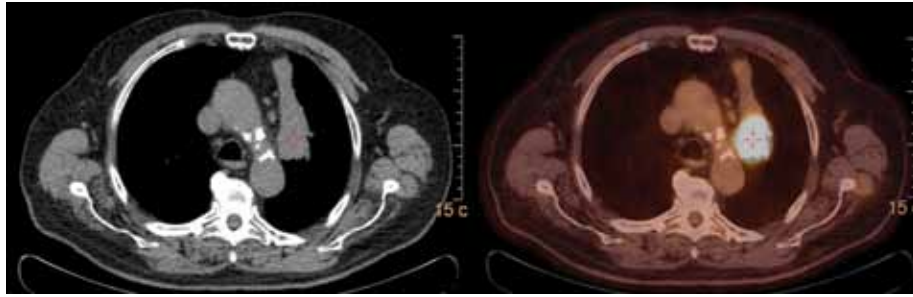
Male patient with left hilar lung carcinoma. The consolidation situated ventrally of the hyperactive tumour exhibits a normal glucose metabolism and corresponds to an adjacent atelectasis. In addition, three partly pathologically enlarged mediastinal lymphatic nodes are shown at the same level; however, all of them exhibit a normal glucose metabolism in the PET. A lymphogenic metastatic spread could thus be excluded on the basis of the PET/CT result.
